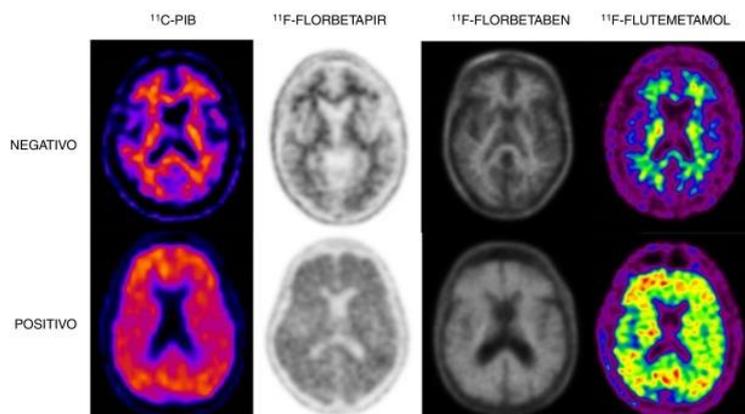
Radiofármacos en el PET amiloide ⁷⁵
